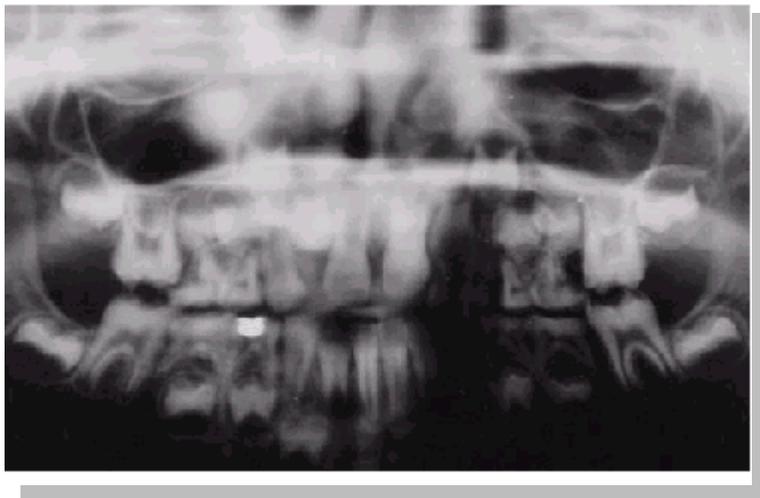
Radiografía Panorámica preoperatorio. Tomado de Dominique Bouvier, 1999
